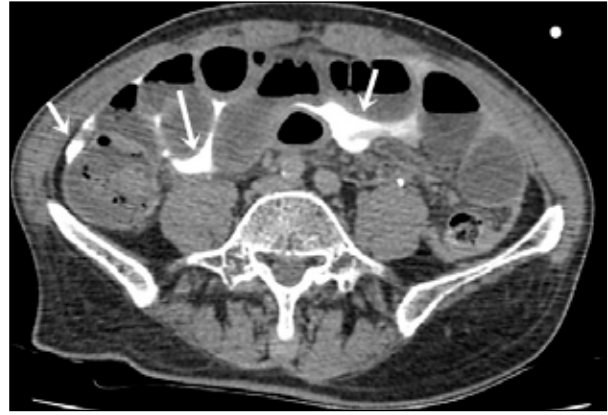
Aksiyel planda i.v. kontrastlı üst batin BT: Genişlemiş ince bağırsak ansları ve bağırsak ansları ile karaciğer ve dalak çevresinde sıvı mevcut (beyaz oklar).
